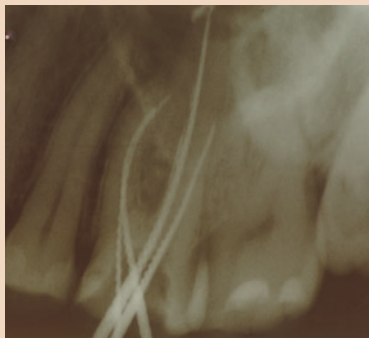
Рентгенологический контроль проходимости каналов
